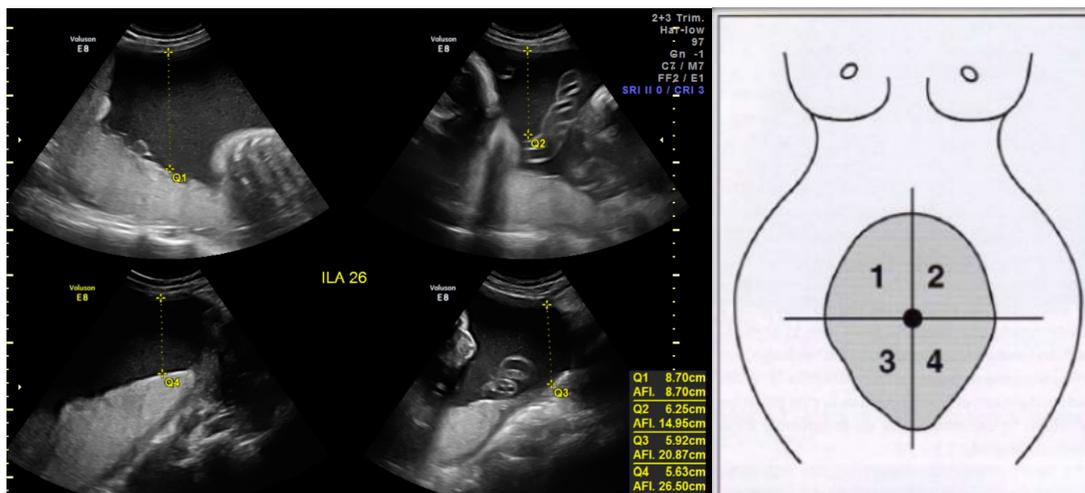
Medición de bolsillos de liquido 4 cuadrantes según Índice de Phelan. Lo normal debe liquido amniótico por USG debe estar entre 5 a 25 (reportado en este USG como AFI)
